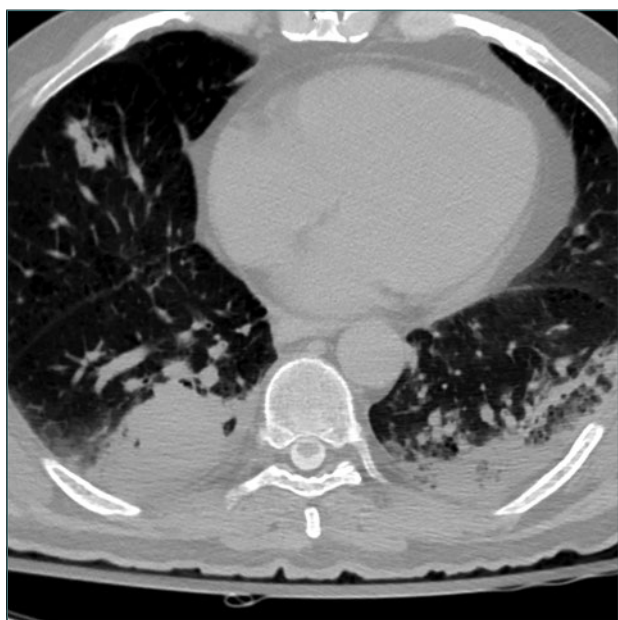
Tomografía computarizada. Imagen compatible con neumonía bilateral.
